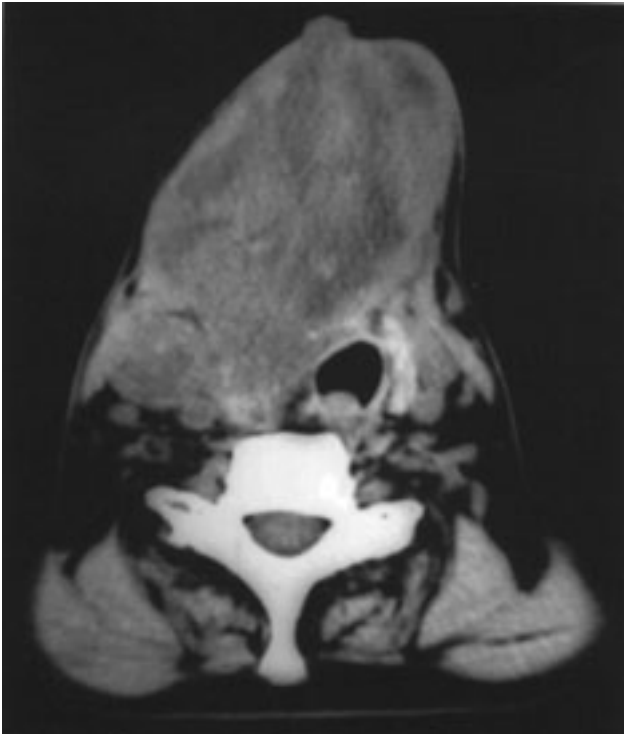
Tomografía axial computada de cuello. Masa tiroidea con adenopatías.
